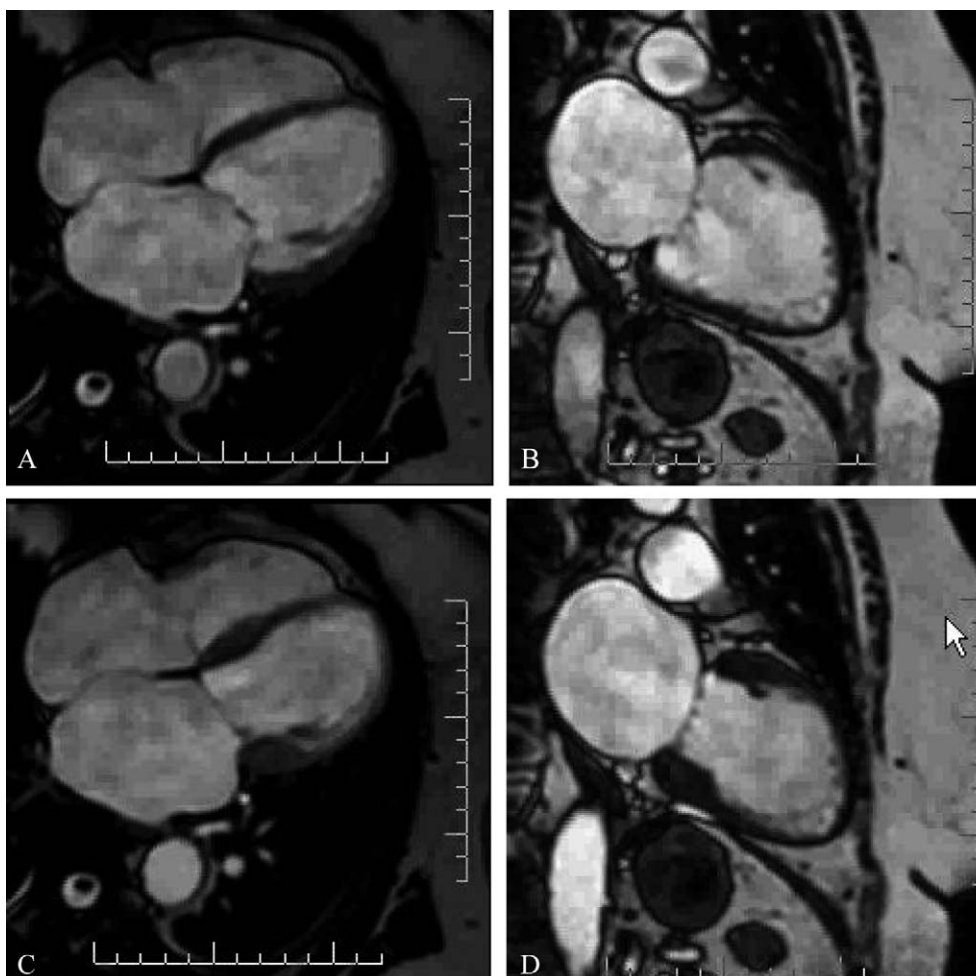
IRM cardiaque en coupe quatre cavités à gauche et deux cavités à droite : en diastole (A et B), absence de trouble au niveau du myocarde ; en systole (C et D), défaut de contraction de l'apex du ventricule gauche visible
